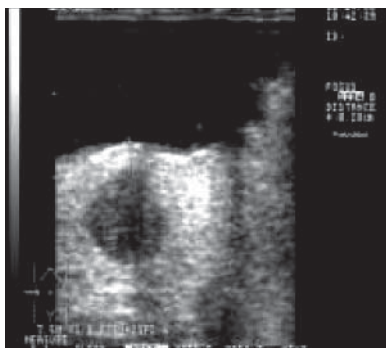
Ecografía intraoperatoria. Lesión hipoeoica de 1,5 cm de diámetro. Segundo caso.
